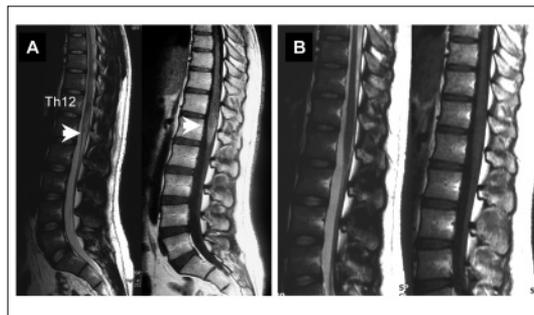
Thoracolumbales MRT. A. MRT bei Aufnahme: Entzündungsreaktion des Rückenmarks mit intramedulärem Ödem und pathologischer KM Anreicherung der Rückenmarkshäute (Pfeile). B. MRT nach Therapie: Normalbefund.
